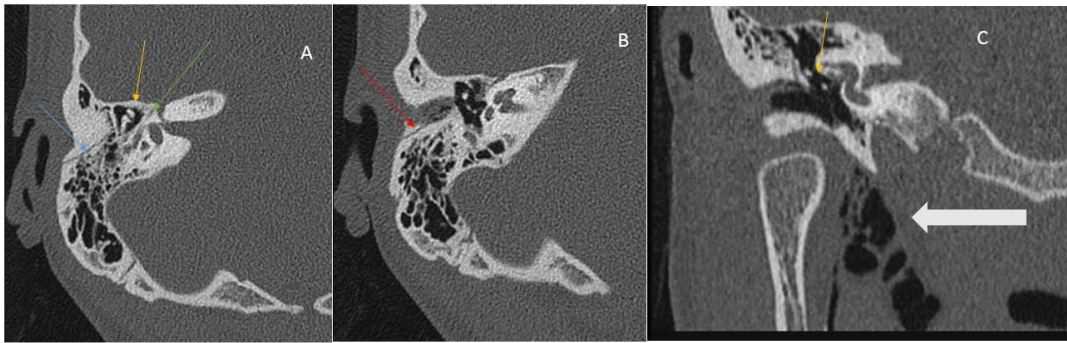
FIG A, B y C: TC helicoidal de peñasco derecho con reconstrucción coronal que muestra la fractura longitudinal de peñasco (flecha Azul) y de la pared antero-inferior del CAE (flecha roja), luxación de la cadena osicular (incudo-maleolar) flecha naranja, integridad del nervio facial ( porción timpánica) (flecha verde). Enfisema del partes blandas secundario a la fractura (flecha blanca gruesa).
